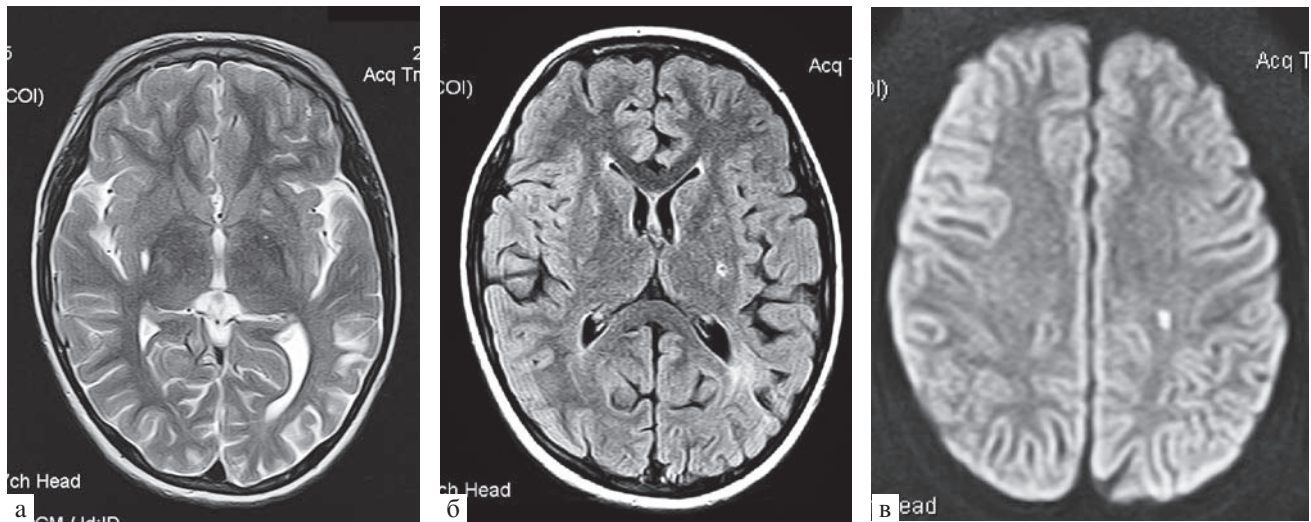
Пациент 13 лет. Диагноз: ВИЧ-инфекция. Магнитно-резонансные томограммы:
